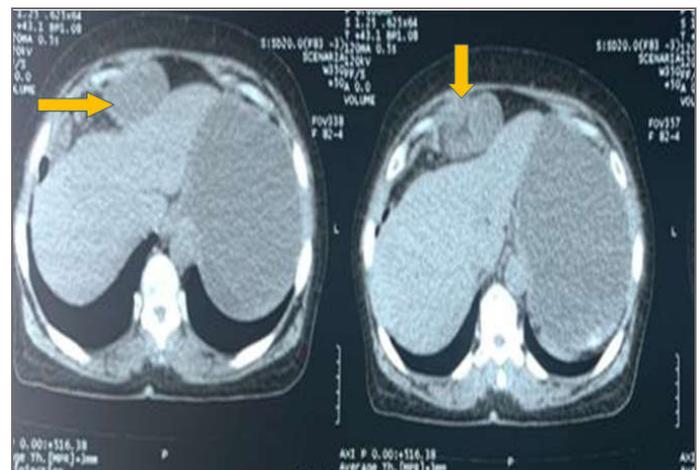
TDM Abdominale sans injection : Occlusion du grêle en sus hépatique
